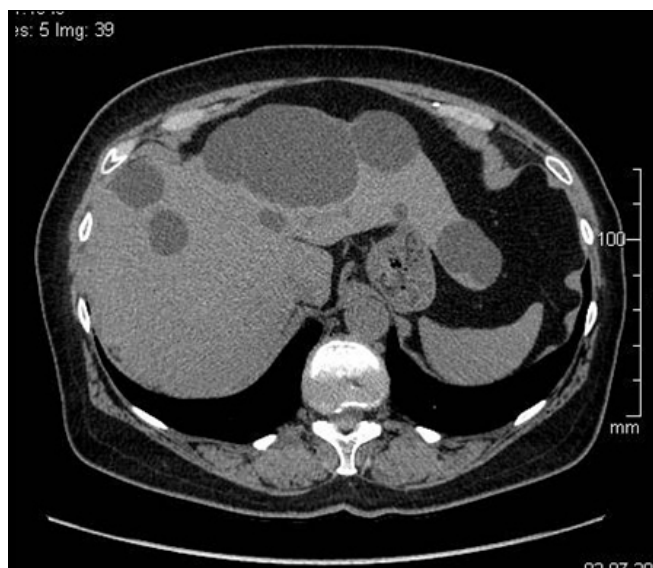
Комп'ютерна томограма полікістозу - кісти обох часток печінки різного діаметру
